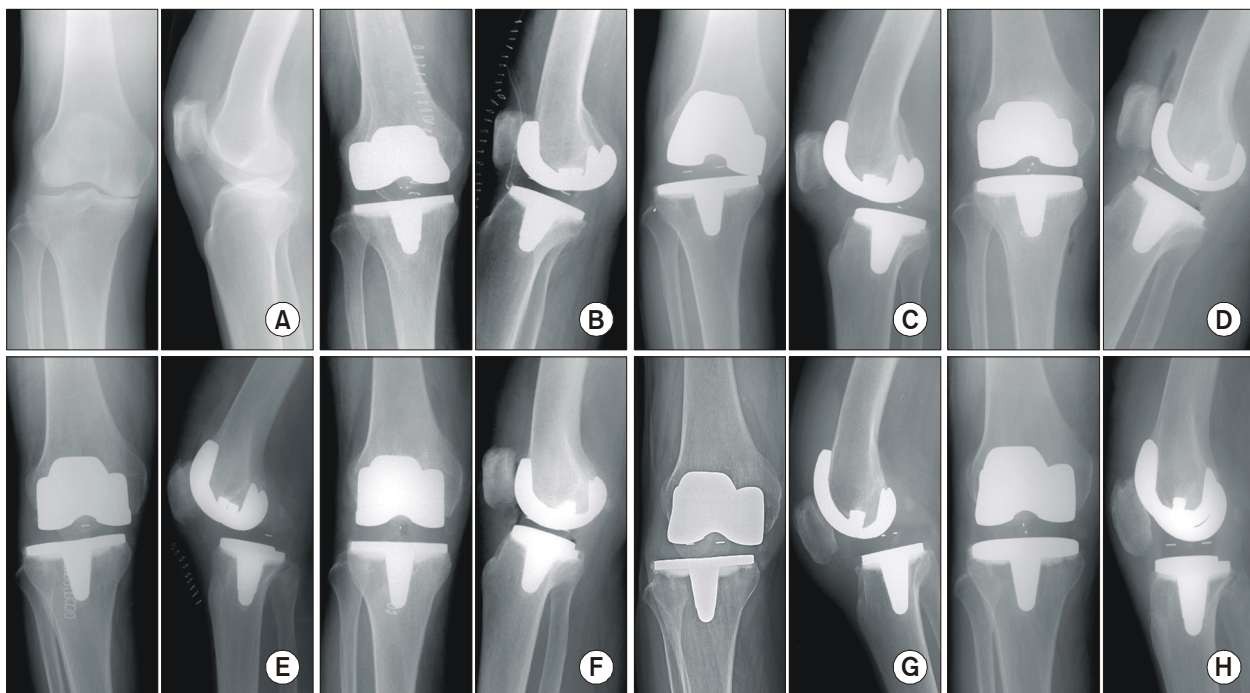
(A) Preoperative radiographs of a 74-year-old female showing degenerative osteoarthritis. (B) Post-operative radiographs shows a total knee replacement status using a rotating platform LCS[®] system. (C) On POD 2 weeks, a polyethylene liner dislocation developed. (D) After the first open reduction. (E) On POD 17 days, the liner dislocation recurred. (F) After the second open reduction. (G) At POD 7 months, the polyethylene liner dislocation recurred. (H) The liner was exchanged from 12.5 mm to 15 mm. No further liner dislocation has developed since then.
